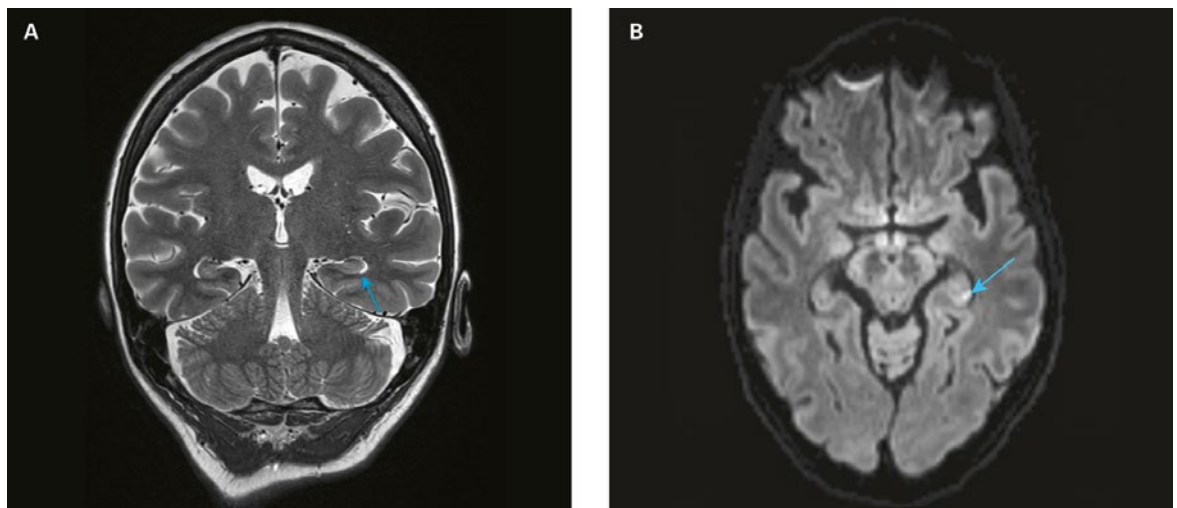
Punktförmige Diffusionsstörung im linken Hippocampus (Pfeil) im Schädel-Magnetresonanztomogramm (A: Koronarschnitt, B: Transversalschnitt).
